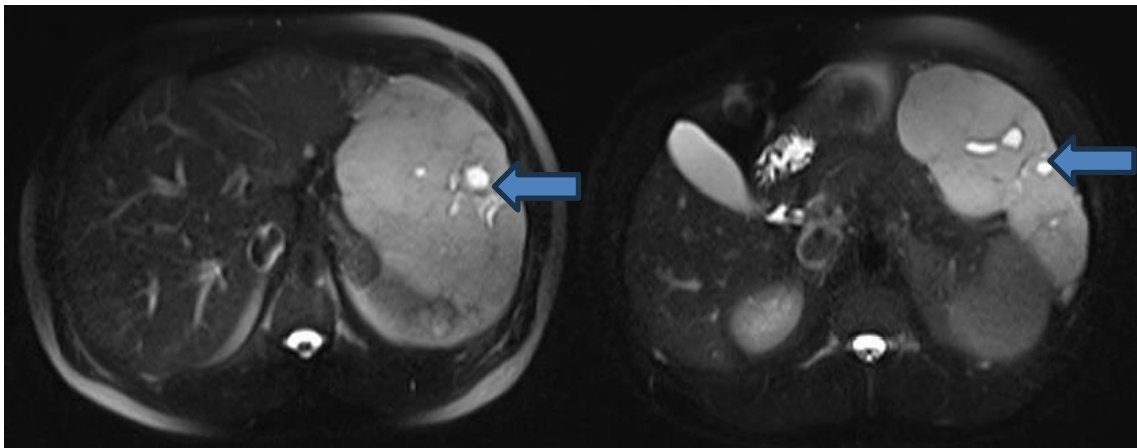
Resonancia magnética que muestra cortes abdominales donde se observan la masa hepática, con realce en secuencia T2 (flechas azules).
